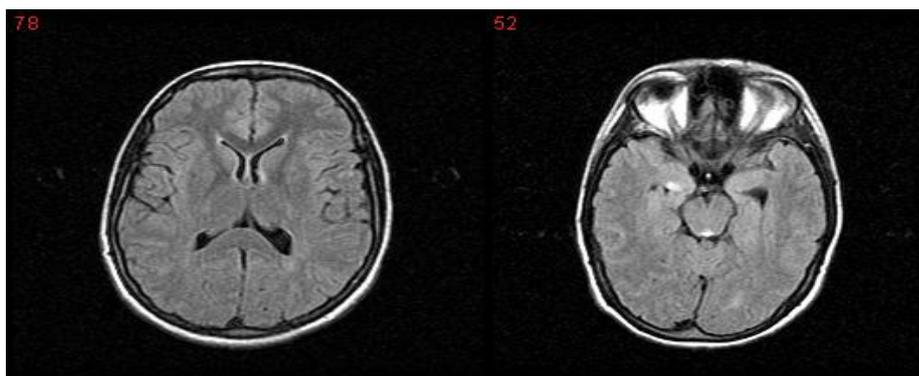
Imagem cerebral de EL, feminino, 31 anos, em aquisição axial FLAIR em formato “DICOM” como gravado no disco óptico.
